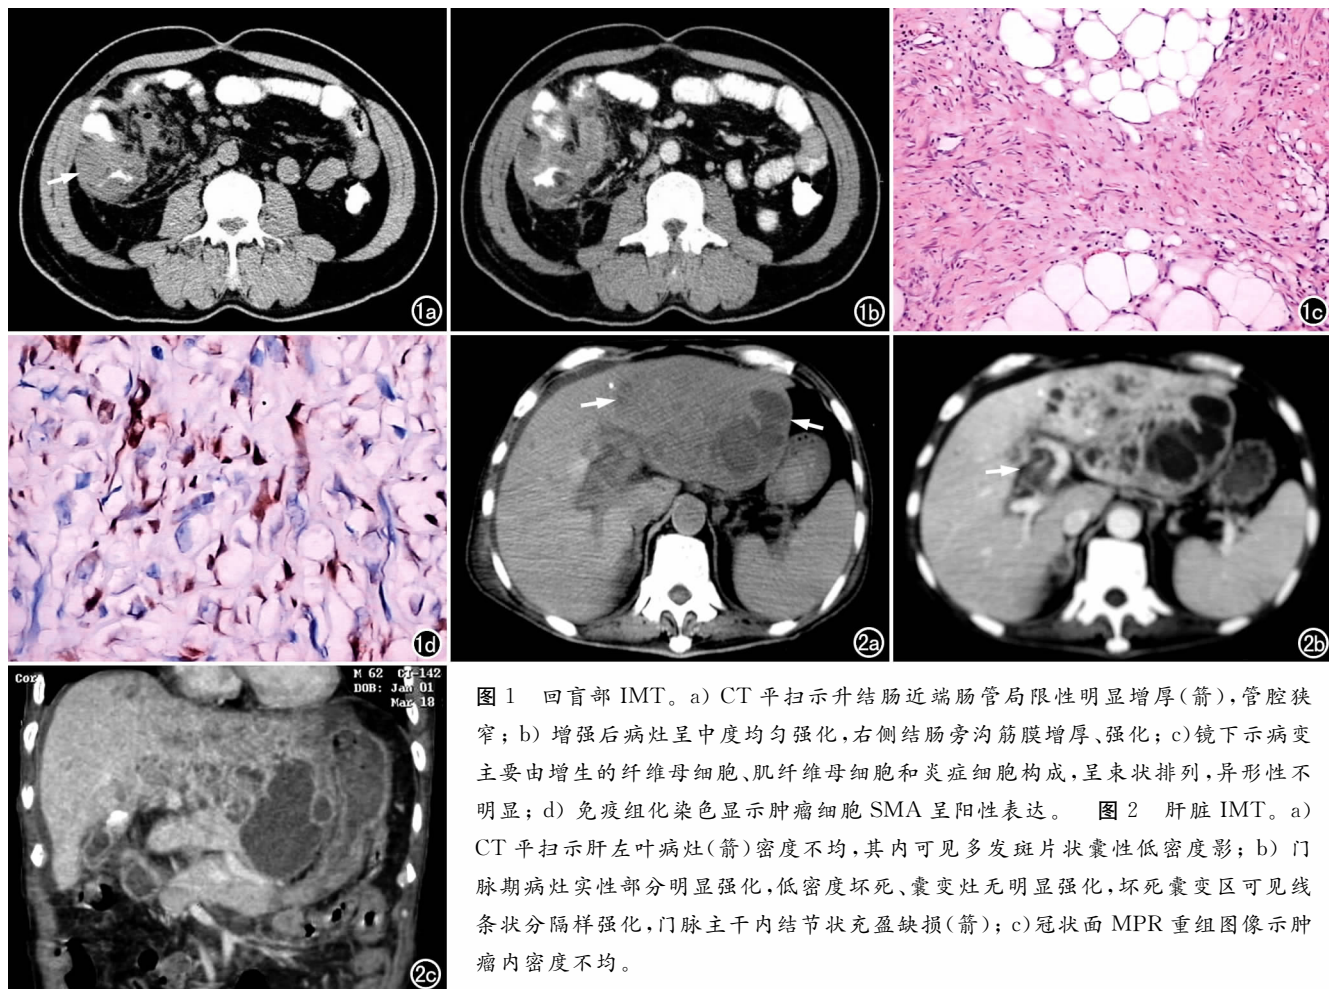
回盲部 IMT。a) CT 平扫示升结肠近端肠管局限性明显增厚 (箭), 管腔狭窄; b) 增强后病灶呈中度均匀强化, 右侧结肠旁沟筋膜增厚、强化; c) 镜下示病变主要由增生的纤维母细胞、肌纤维母细胞和炎症细胞构成, 呈束状排列, 异形性不明显; d) 免疫组化染色显示肿瘤细胞 SMA 呈阳性表达。图 2 肝脏 IMT。a) CT 平扫示肝左叶病灶 (箭) 密度不均, 其内可见多发斑片状囊性低密度影; b) 门脉期病灶实性部分明显强化, 低密度坏死、囊变灶无明显强化, 坏死囊变区可见线条状分隔样强化, 门脉主干内结节状充盈缺损 (箭); c) 冠状面 MPR 重组图像示肿瘤内密度不均。
